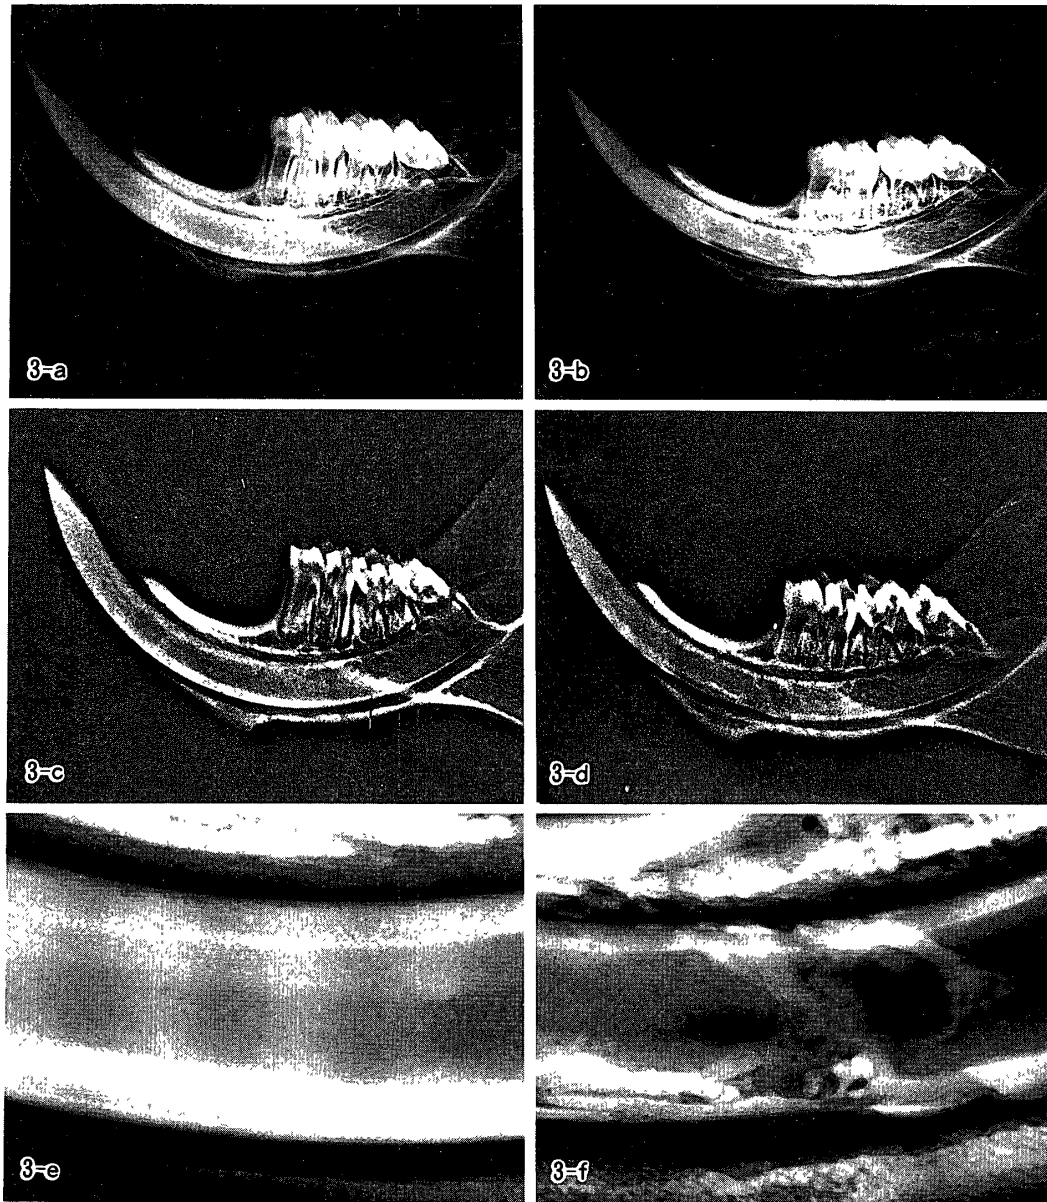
Soft X-ray radiograms, xeroradiograms and microradiograms obtained on the 14th day after fracturing.
